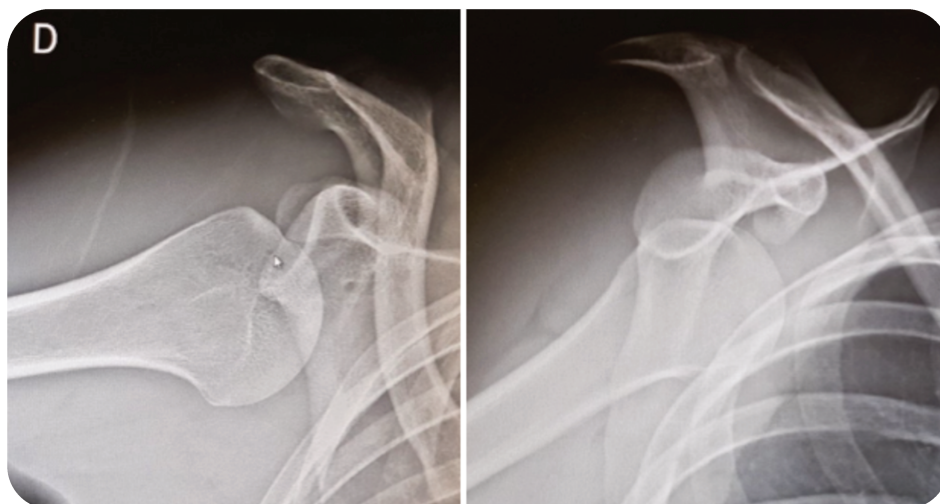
Radiographie de face et de profil d'une LGHA d'épaule droite.
